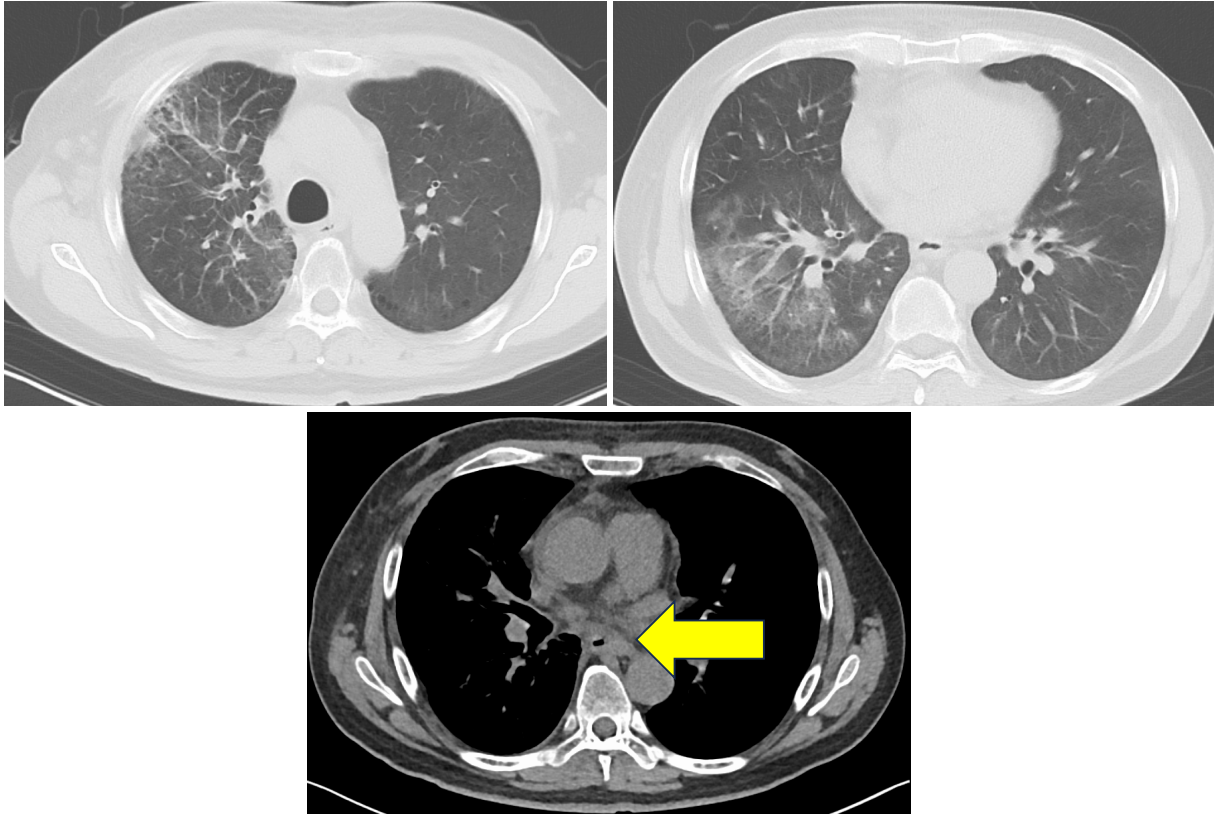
Computed tomography on admission showed diffuse frosted shadows in the right lung field. In addition, no thickening of the esophageal mucosa was observed at this point.
